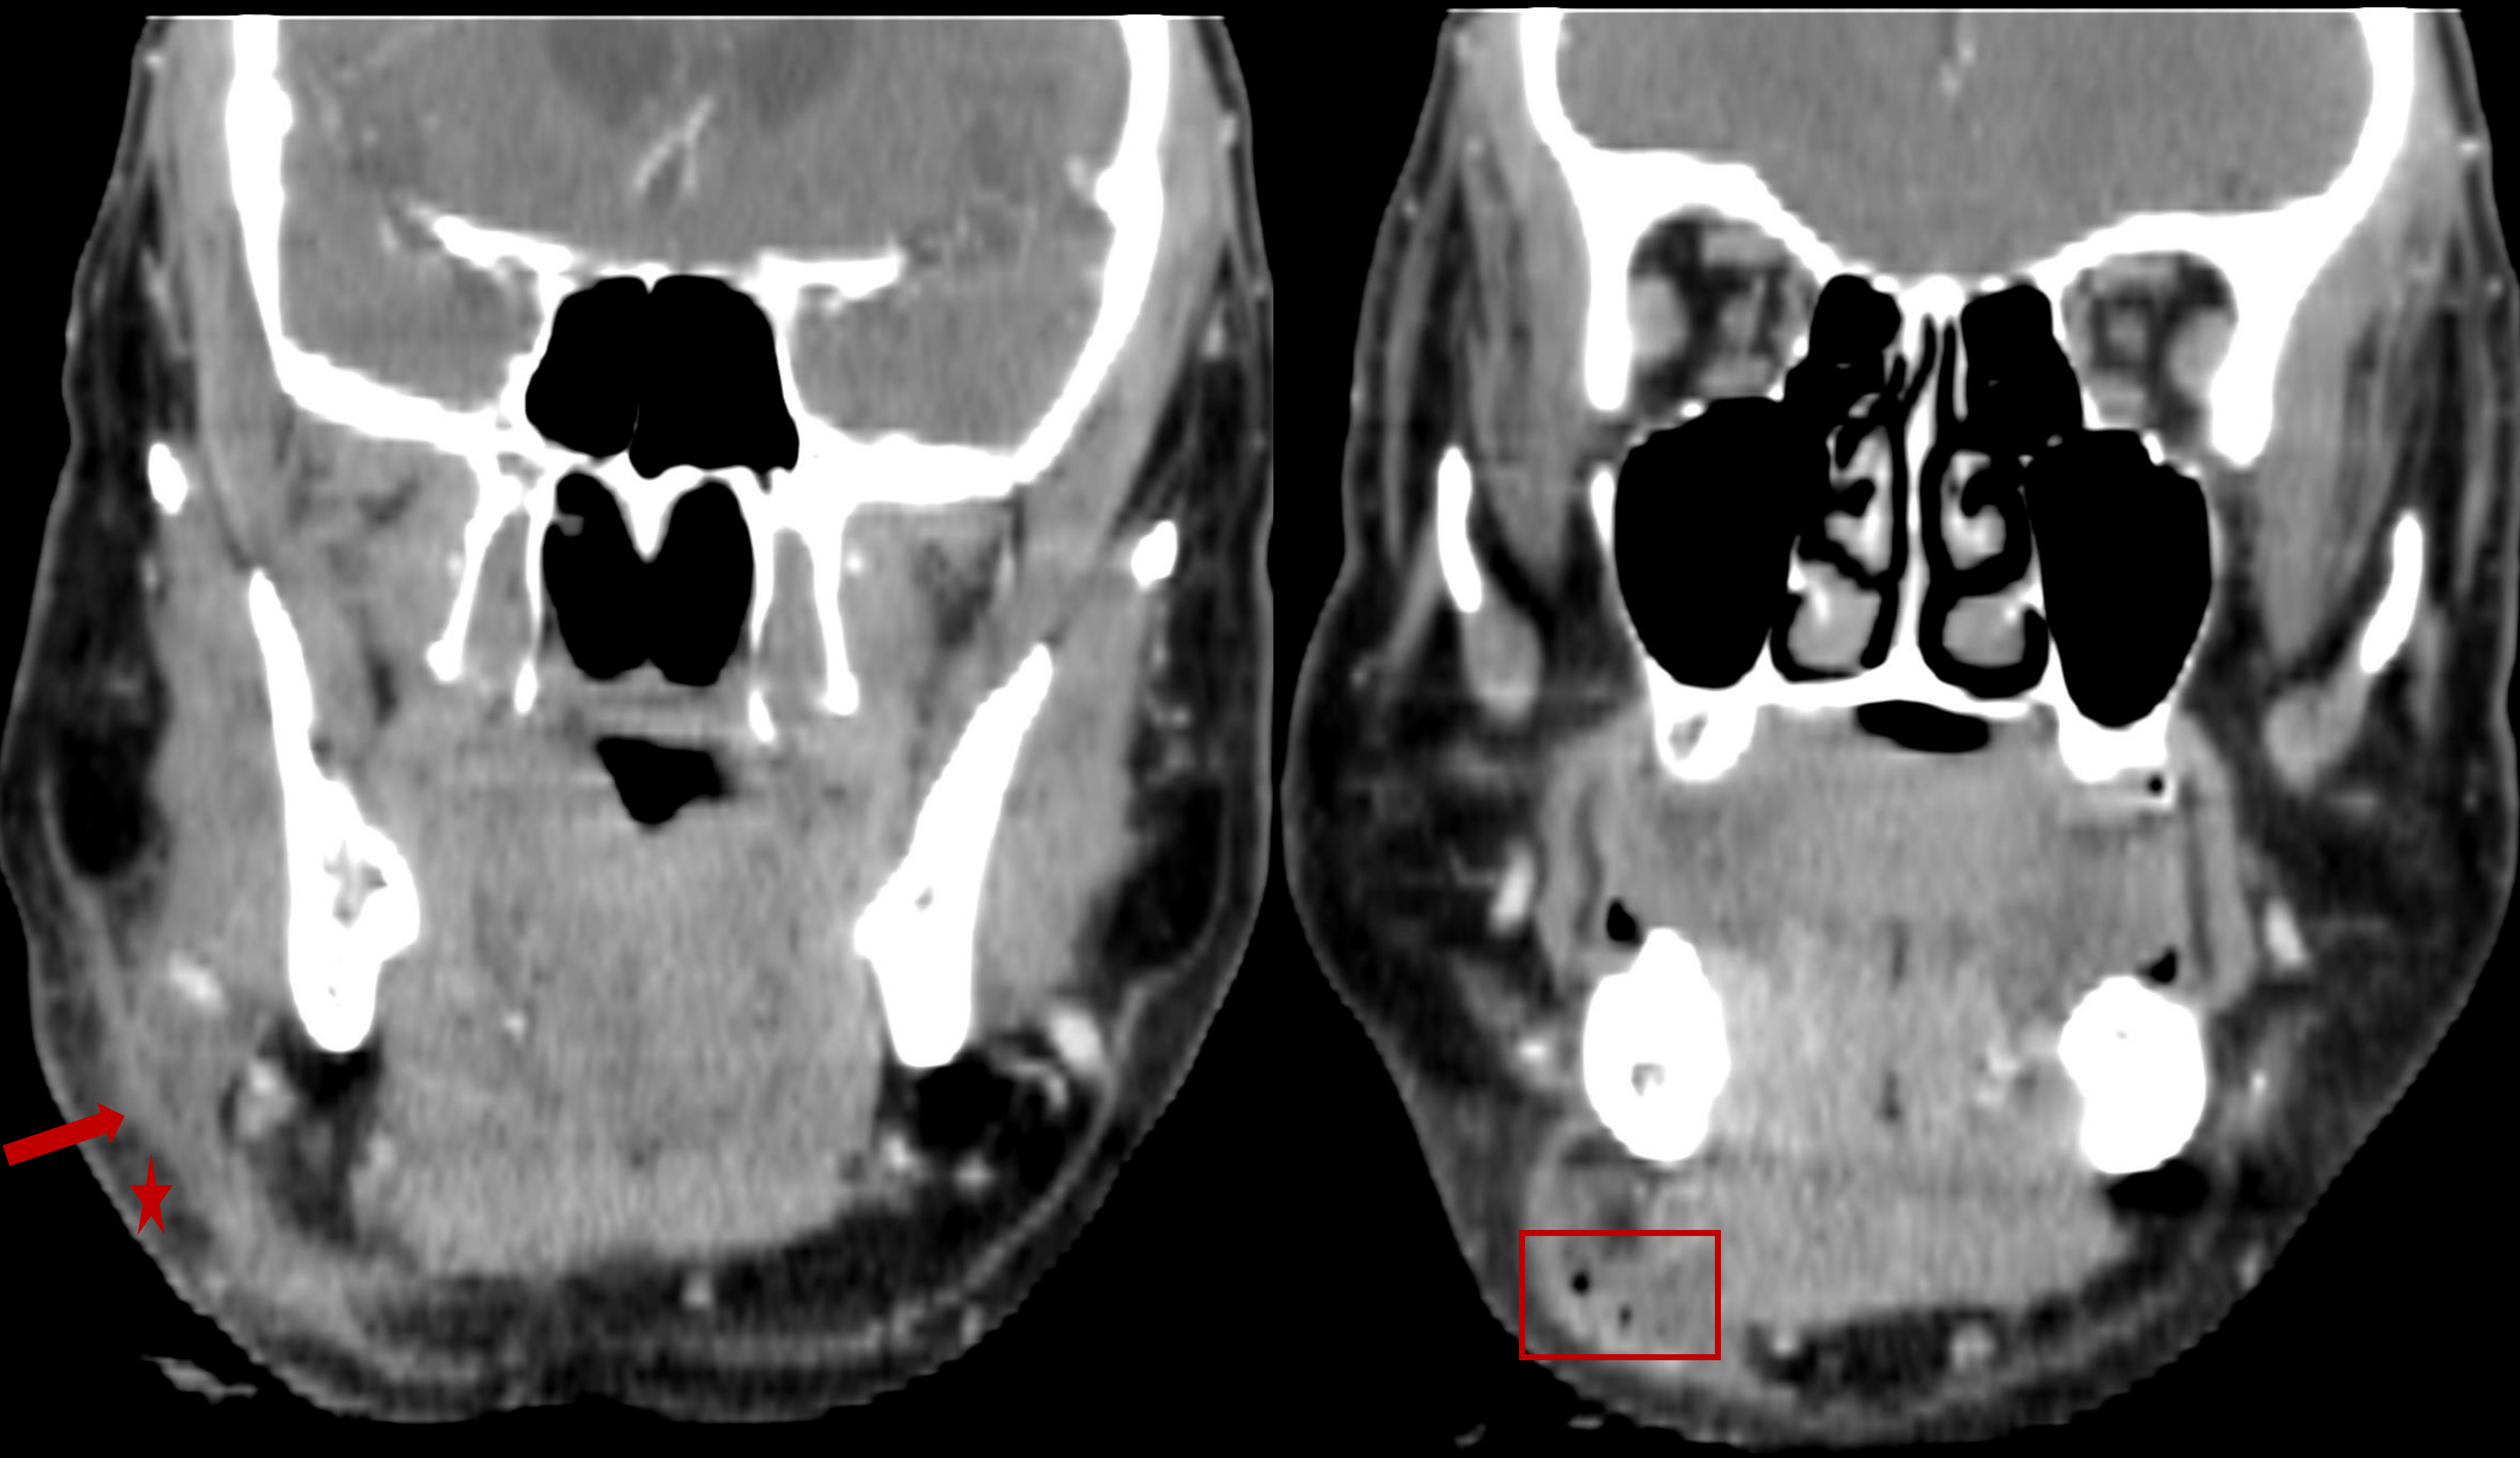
reconstrucciones coronales posterior (izquierda) y anterior (derecha) del TC del paciente anterior. Se observan los cambios inflamatorios descritos en la diapositiva anterior. Además, se observan burbujas de gas en el espacio submaxilar derecho (rectángulo rojo). El paciente evolucionó favorablemente con antibioterapia intravenosa.
